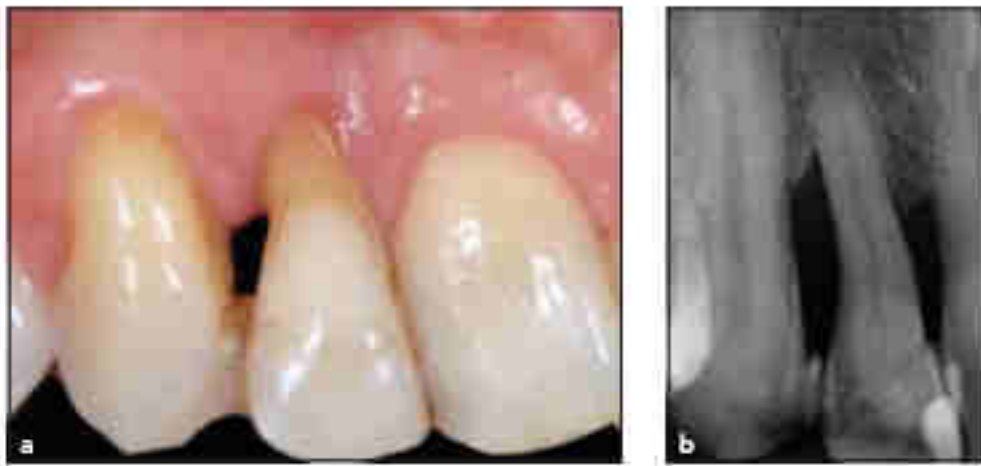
a) L'incisive latérale montre une récession de classe IV de Miller avec la perte de la papille en distal b) La radiographie montre une perte osseuse proximale importante entre l'incisive latérale et la canine (49)
